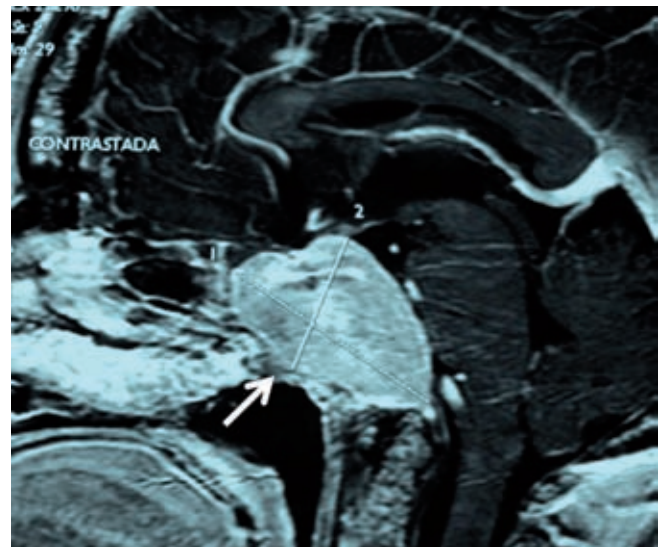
Resonancia magnética en fase T1 con gadolinio en corte sagital: tumoración (flecha) que invade la región selar, el seno esfenoidal y el clivus (caso 1).
